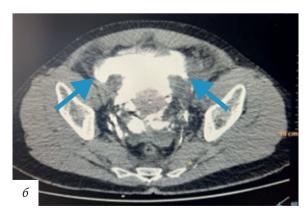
КТ-урография: a — коронарная проекция; δ — аксиальная проекция
